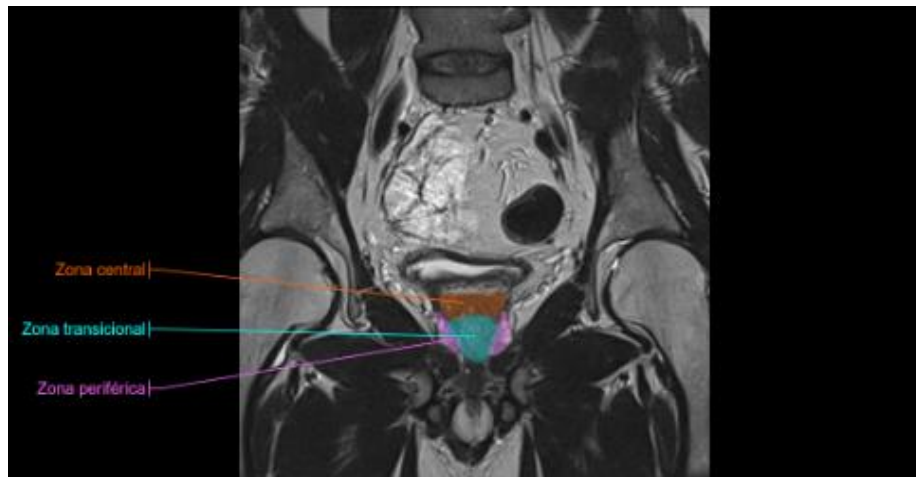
Imagem de MRI da próstata em corte coronal. Ilustração das diferentes zonas anatômicas: zona central (em laranja), zona transicional (em azul) e zona periférica (em roxo) (Micheau Antoine & Hoa Denis, 2025).
